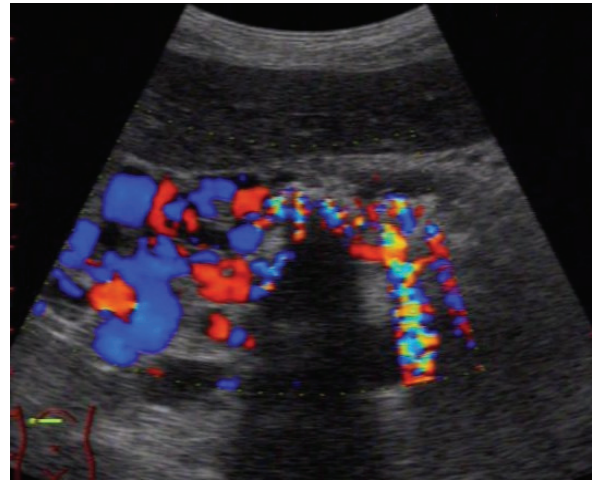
Sonographische Darstellung einer CP mit Kollateralisation in Pankreaskopfregeion bei Portalvenenverschluss (Farbdoppler) (Aloka SSD 5000)
